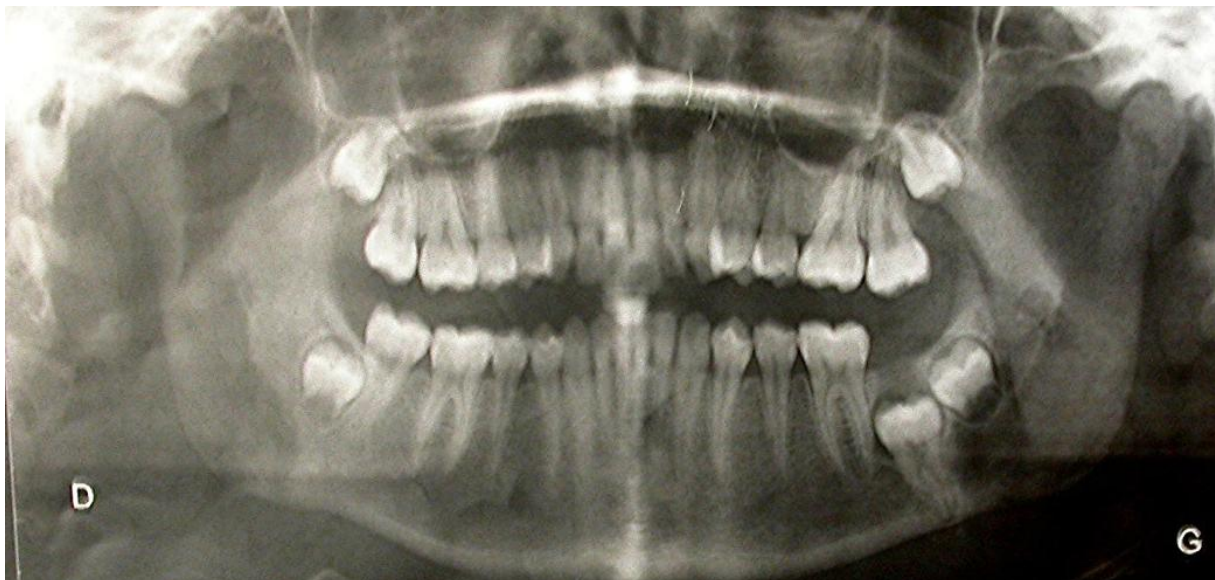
radiographie panoramique (Dr WANG .C , Service Chirurgie Buccale Nancy)
